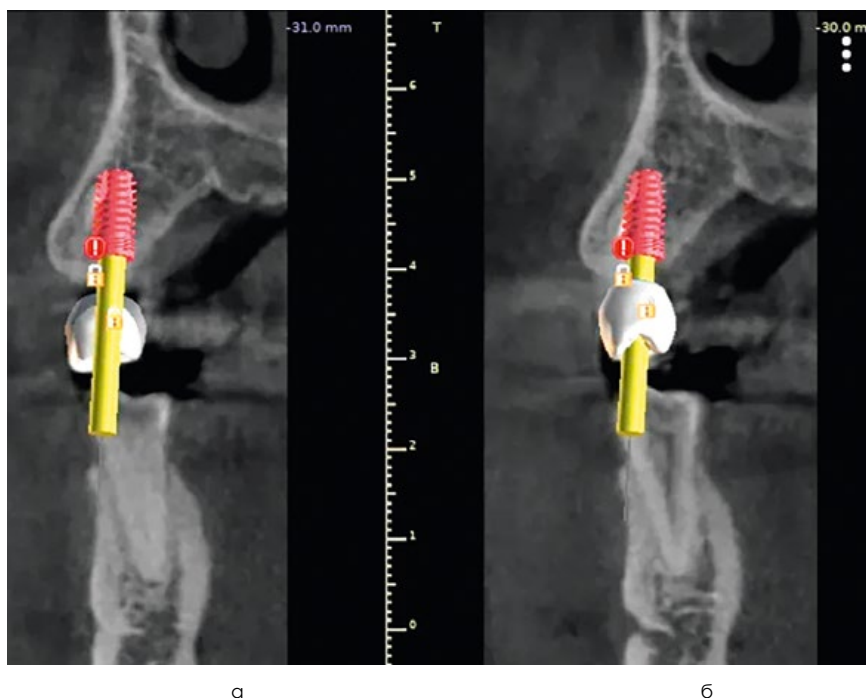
Срезы конусно-лучевой КТ на этапе планирования, положение имплантатов относительно ортопедической конструкции.
